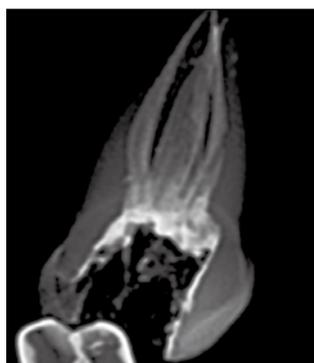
Рентгенографический снимок системы корневого канала, запломбированной с использованием Ni-Ti-спредера
